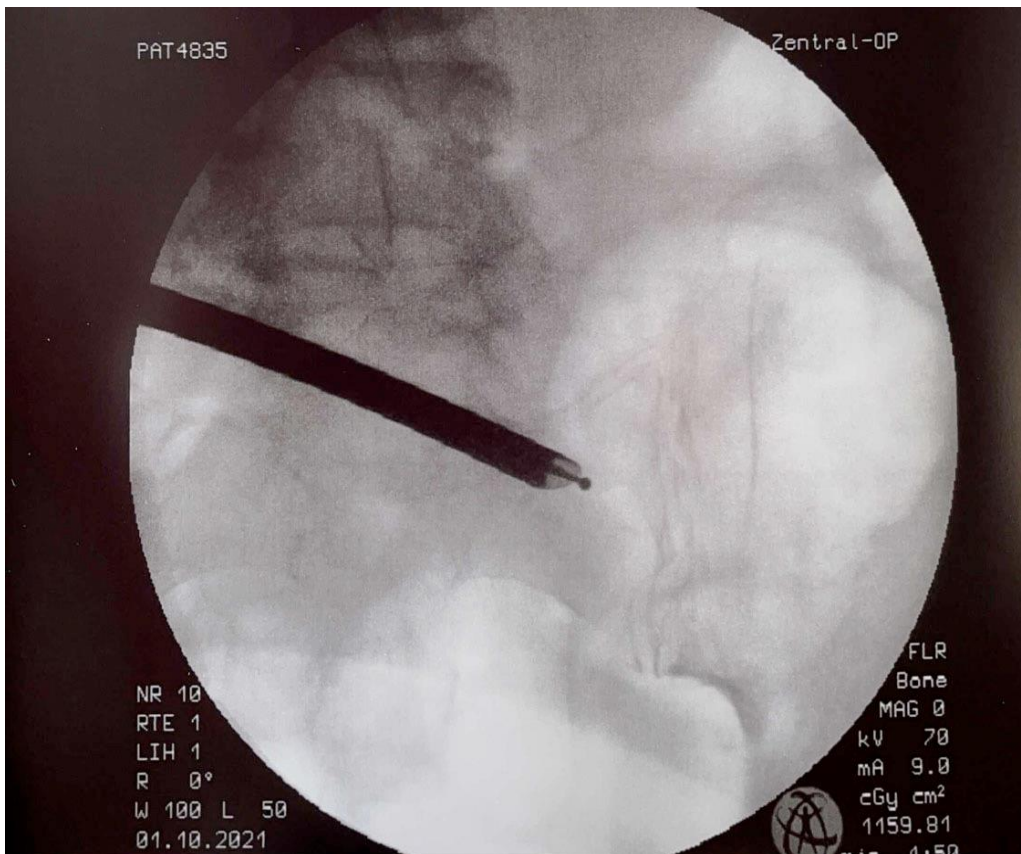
Intraoperatives Röntgenbild einer Thermokoagulation des rechten ISG mit dem endoskopischen MultiZYTE® -System.
